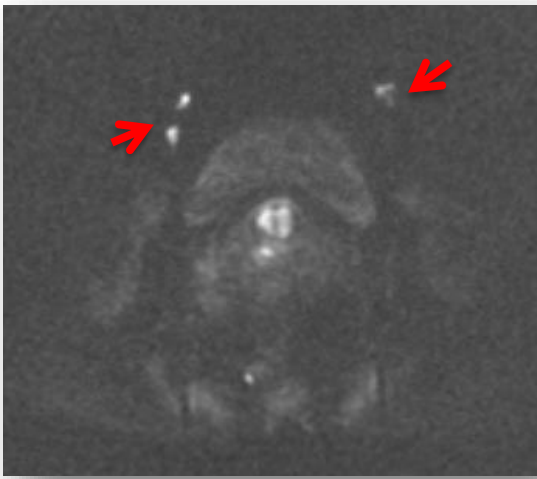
RM de difusión.
